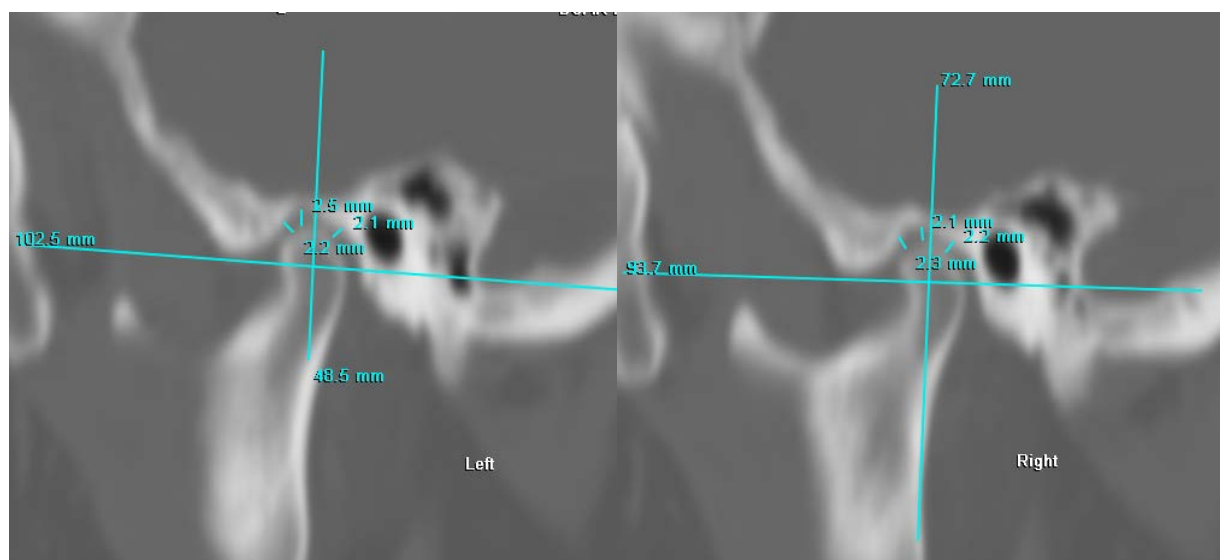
Сагиттальные срезы ВНЧС слева и справа на МСКТ
